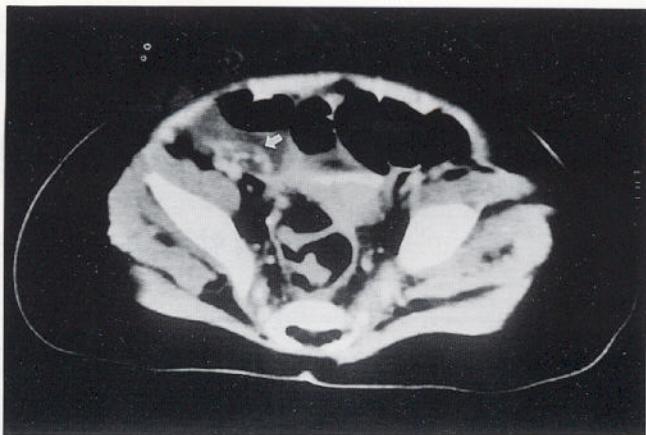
Small dot-like wall calcifications & remaining small cyst after 3 months follow-up CT scan.
